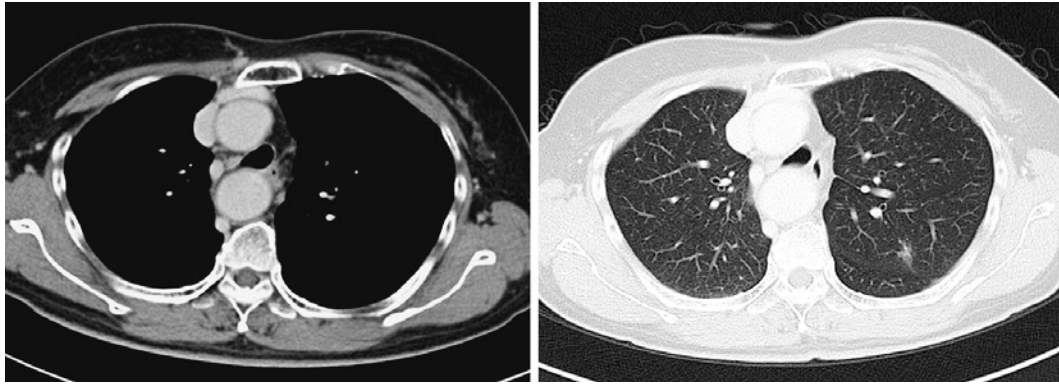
Chest CT showing a 12×10-mm GGO in the left upper lobe and right aortic arch.
